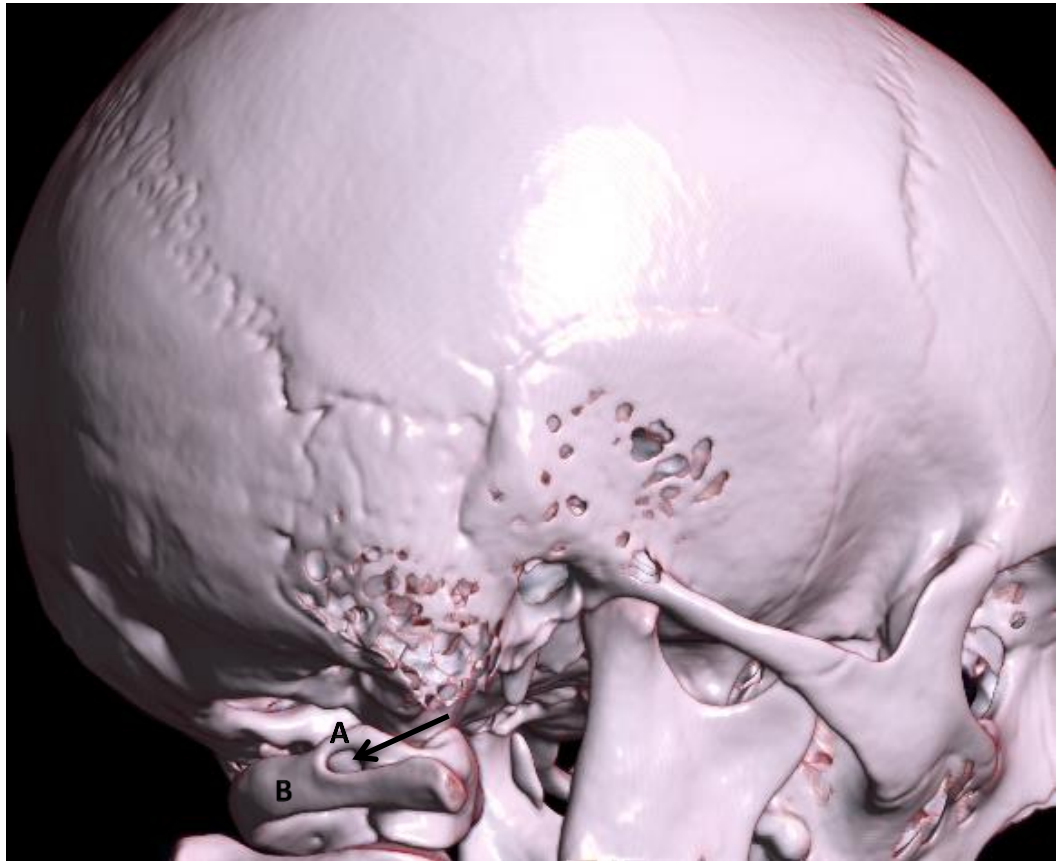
Czaszka i pierwszy kręg szyjny 4-letniego chłopca; obraz TK w rekonstrukcji 3D (VRT), przedstawiający łuk tylny kręgu szczytowego bez otworu łukowatego. Dołek stawowy górny lewy kręgu C1 (strzałka), A - bruzda tętnicy kręgowej, B - łuk tylny kręgu C1, C - łuska kości potylicznej, D - gałąź żuchwy.
